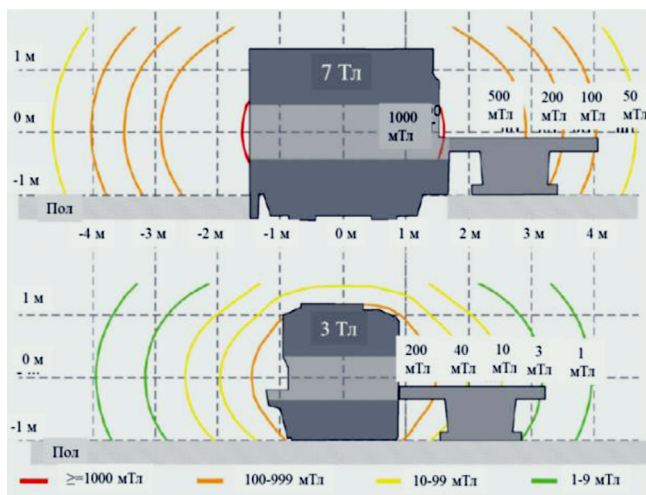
Сравнение краевых магнитных полей двух клинических МРТ-систем. Сверху – краевые поля для 7-Тл МРТ-системы (Magnetom Terra, Siemens Healthineers), снизу – краевые поля для 3-Тл МРТ-системы (Magnetom Skyra, Siemens Healthineers). Уровни этих полей за пределами магнитов обозначены контурами, которые окрашены в соответствии с диапазонами напряженности поля. Адаптировано из работы [23]
